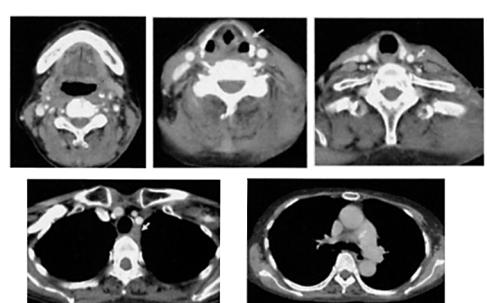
The CT scan after treatment (case 2)
